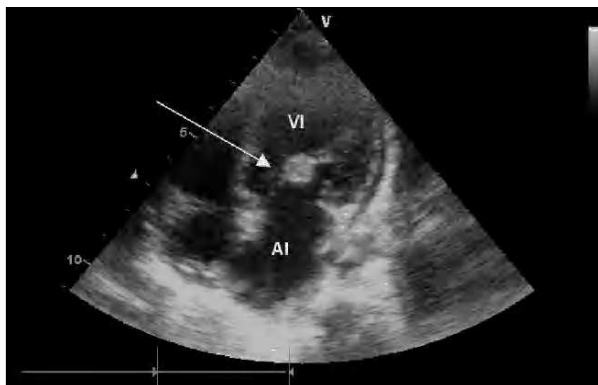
Ecocardiograma transtorácico que muestra imagen de vegetación sobre la válvula mitral de 8 x 8 mm (flecha). AI: aurícula izquierda; VI: ventrículo izquierdo.
